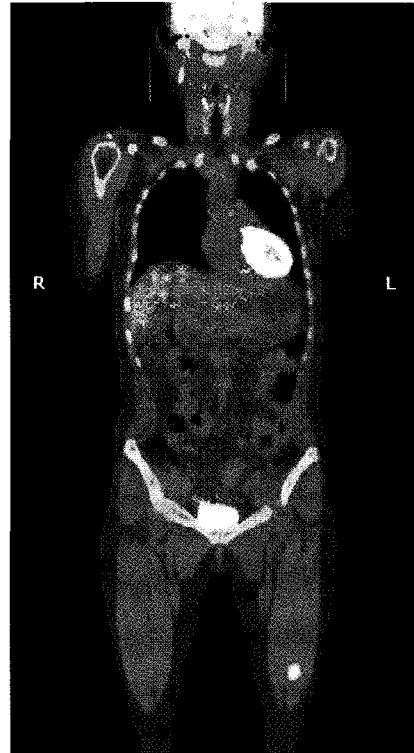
False positive : A 44 year-old woman with nodular fasciitis. The image shows intense F-18 FDG uptake in the vastus lateralis muscle of the left thigh.
